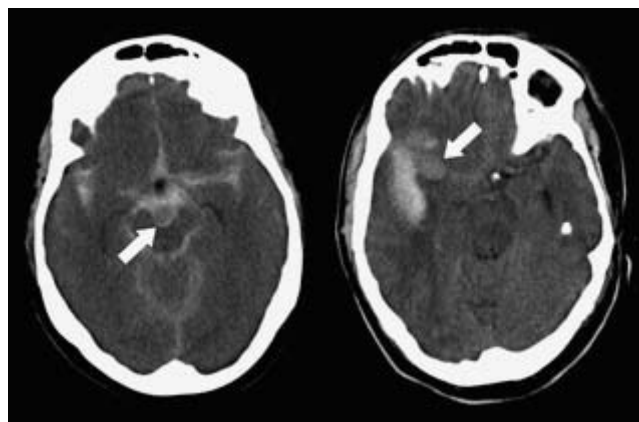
Dos casos de hemorragia subaracnoidea. Izquierda: cefalea “centinela” 4 días antes de la catástrofe. Derecha: pocos días antes del sangrado sufrió un cuadro compatible con accidente isquémico transitorio. En ambos casos, una tomografía computarizada simple realizada a tiempo hubiera descubierto los aneurismas (*flechas*), basilar distal en el caso de la izquierda y en bifurcación de la cerebral media en el caso de la derecha.
